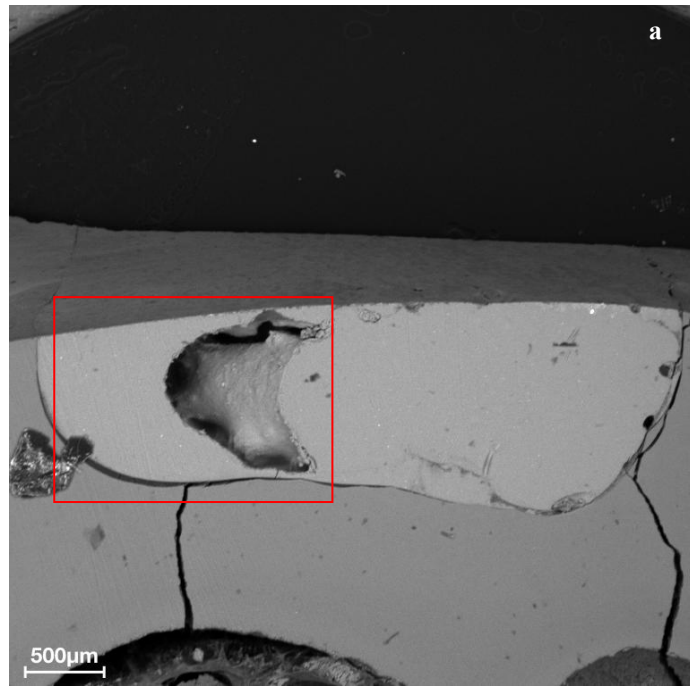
a-d: Le micrografie mostrano la superficie assiale del campione BT1 (magnification 50x) (a). Le diverse fratture presenti sono il risultato del taglio per l'analisi del campione. L'immagine (b) a maggior ingrandimento (magnification 100x) evidenzia la presenza di un difetto interno al composito. Tuttavia nelle figure (c) e (d) ad alto ingrandimento (magnification 700x) è significativa l'integrità del sigillo interno in tutta l'interfaccia dente-composito.
